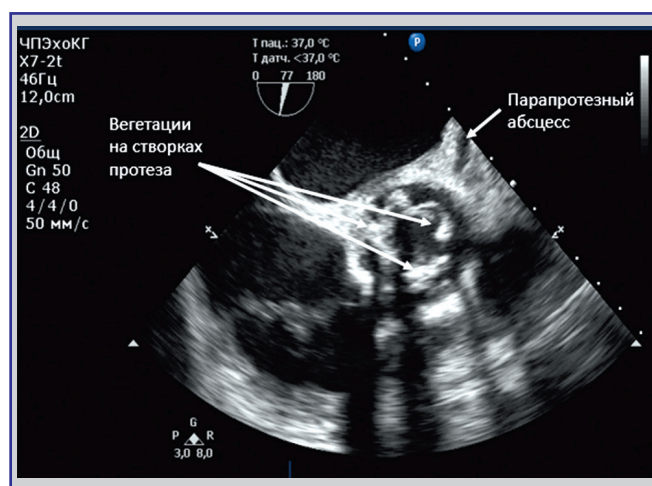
Фрагмент чреспищеводной эхокардиографии, свидетельствующий о наличии вегетаций створок биологического протеза аортального клапана и парапротезного абсцесса
